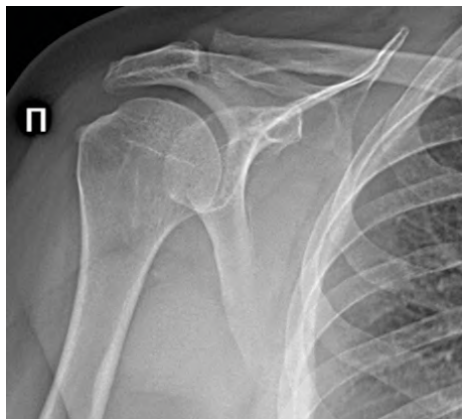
Рентгенограмма правого плечевого сустава. Задняя прямая проекция с ротацией внутрь
